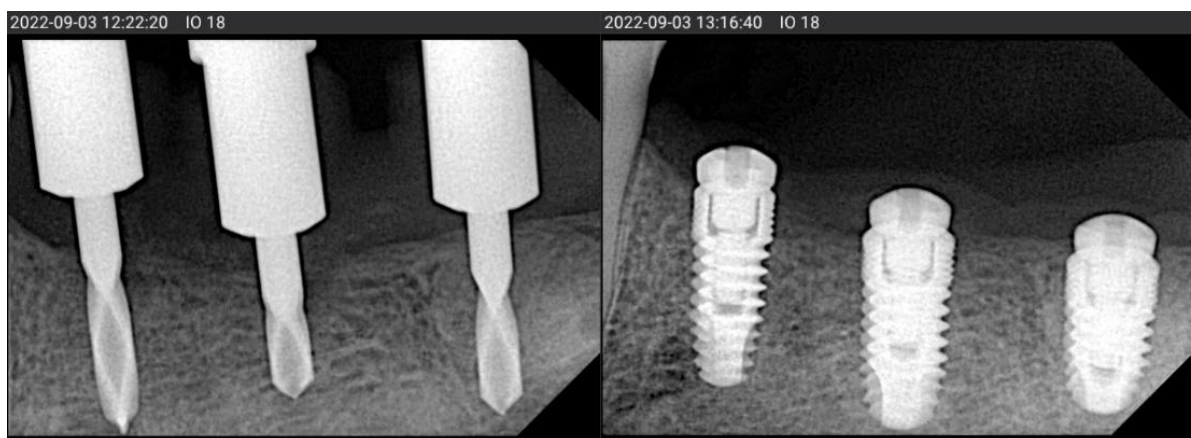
en este grupo de radiografías, se observa guía con fresas guiadas, y diferentes ángulos de los implantes ya colocados.
